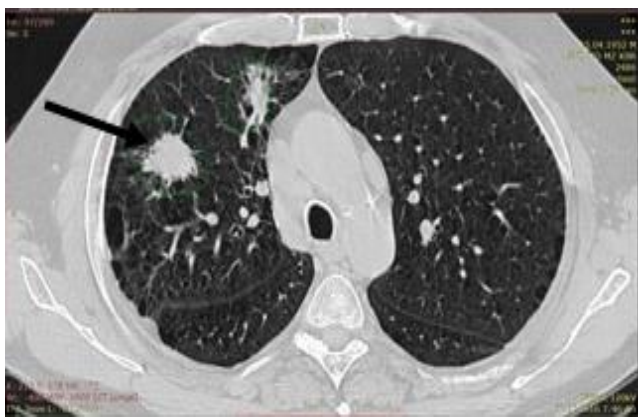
Аксиальные срезы компьютерной томограммы органов грудной клетки больного Ш., 65 лет, с мальт-лимфомой легких
